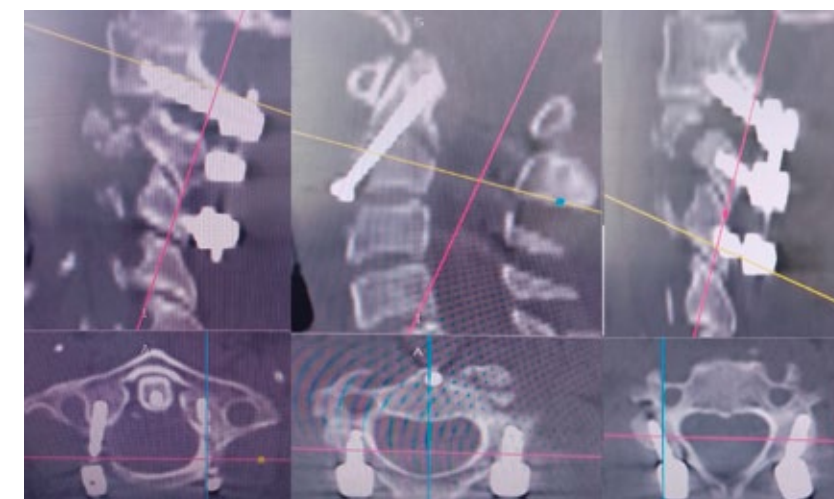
Сагиттальная и аксиальная компьютерные томограммы на разных уровнях после циркулярного погружного спондилосинтеза переломовывиха в C1-C2-сегменте. Восстановление взаимоотношений в C1-C2-сегменте, удовлетворительное положение фиксирующих погружных металлоконструкций.
